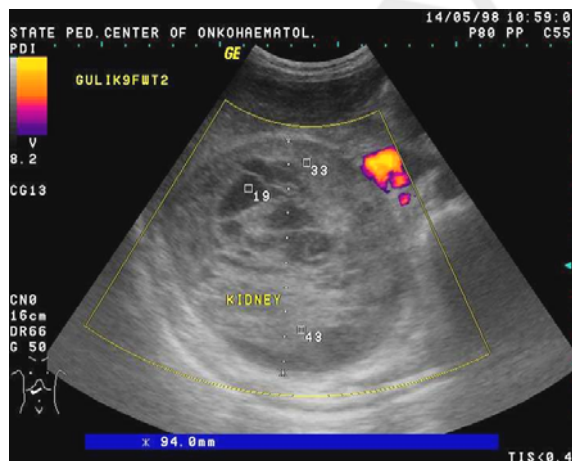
Вид больного с опухолью Вильмса Рис. 2. УЗИ-картина при опухоли Вильмса
